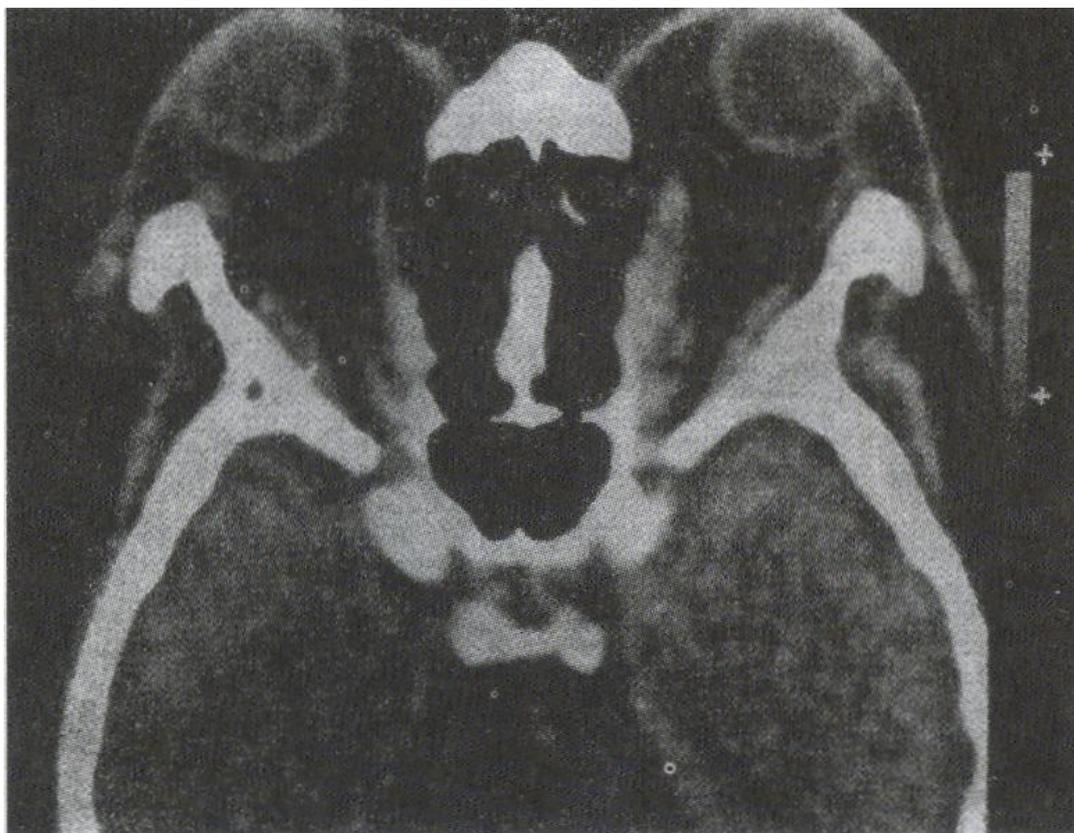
Отечный экзофтальм (компьютерная томограмма).
